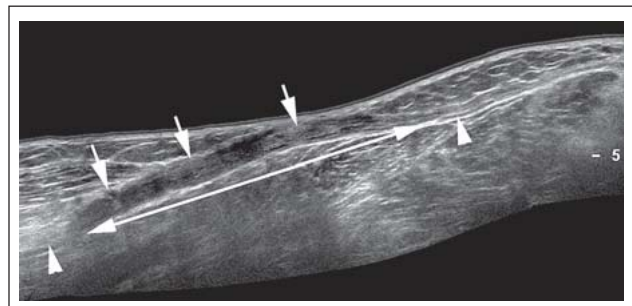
Sonographischer Längsschnitt („Extended field of view“-Sonogramm) durch den Nervus peroneus bei einem Patienten nach Kniegelenksluxation mit Ausbildung eines „Neuroma in continuity“. Der Nerv (Pfeilspitzen) ist bei erhaltener äußerer Hülle langstreckig aufgetrieben (Doppelpfeil) und von mehreren Traktionsneuromen (Pfeile) durchsetzt.
